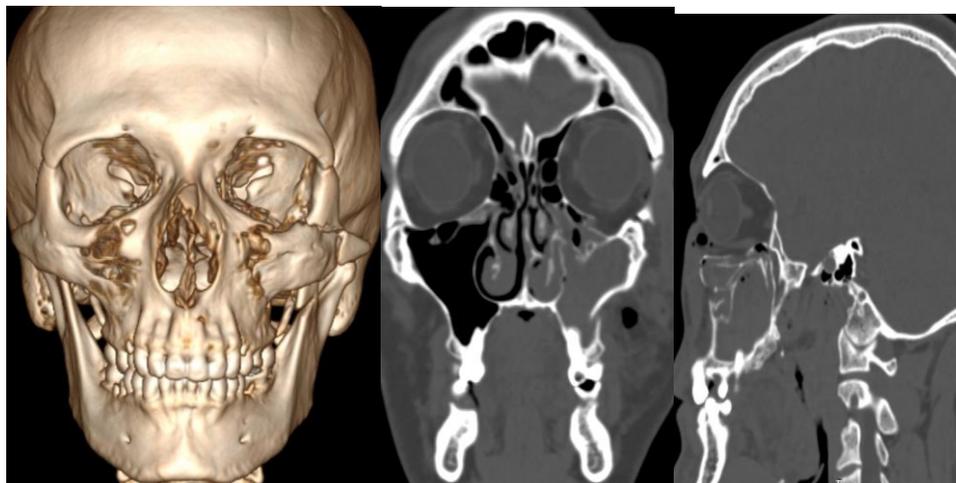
МСКТ пациента С., 35 лет, до оперативного лечения в прямой проекции; Рис. 21 то же – в боковой проекции
